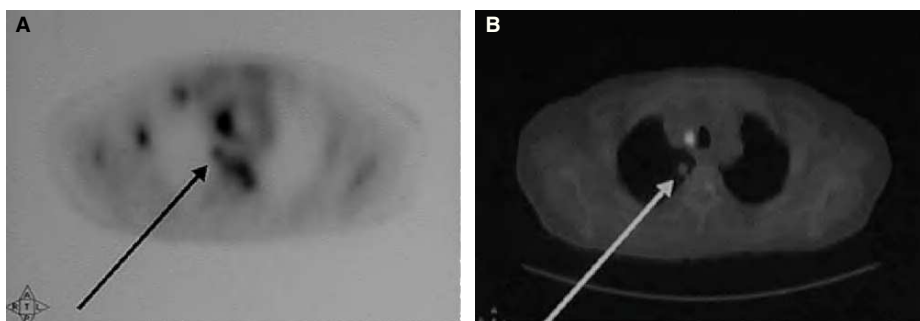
Corte axial de la tomografía por emisión de positrones con fluorodesoxiglucosa (PET-FDG) (A) y de la PET/ tomografía computarizada (TC) (B) que muestra varios focos hipercaptantes que corresponden al nódulo pulmonar solitario del lóbulo superior derecho (flecha), ganglios mediastínicos y cuerpo vertebral.
